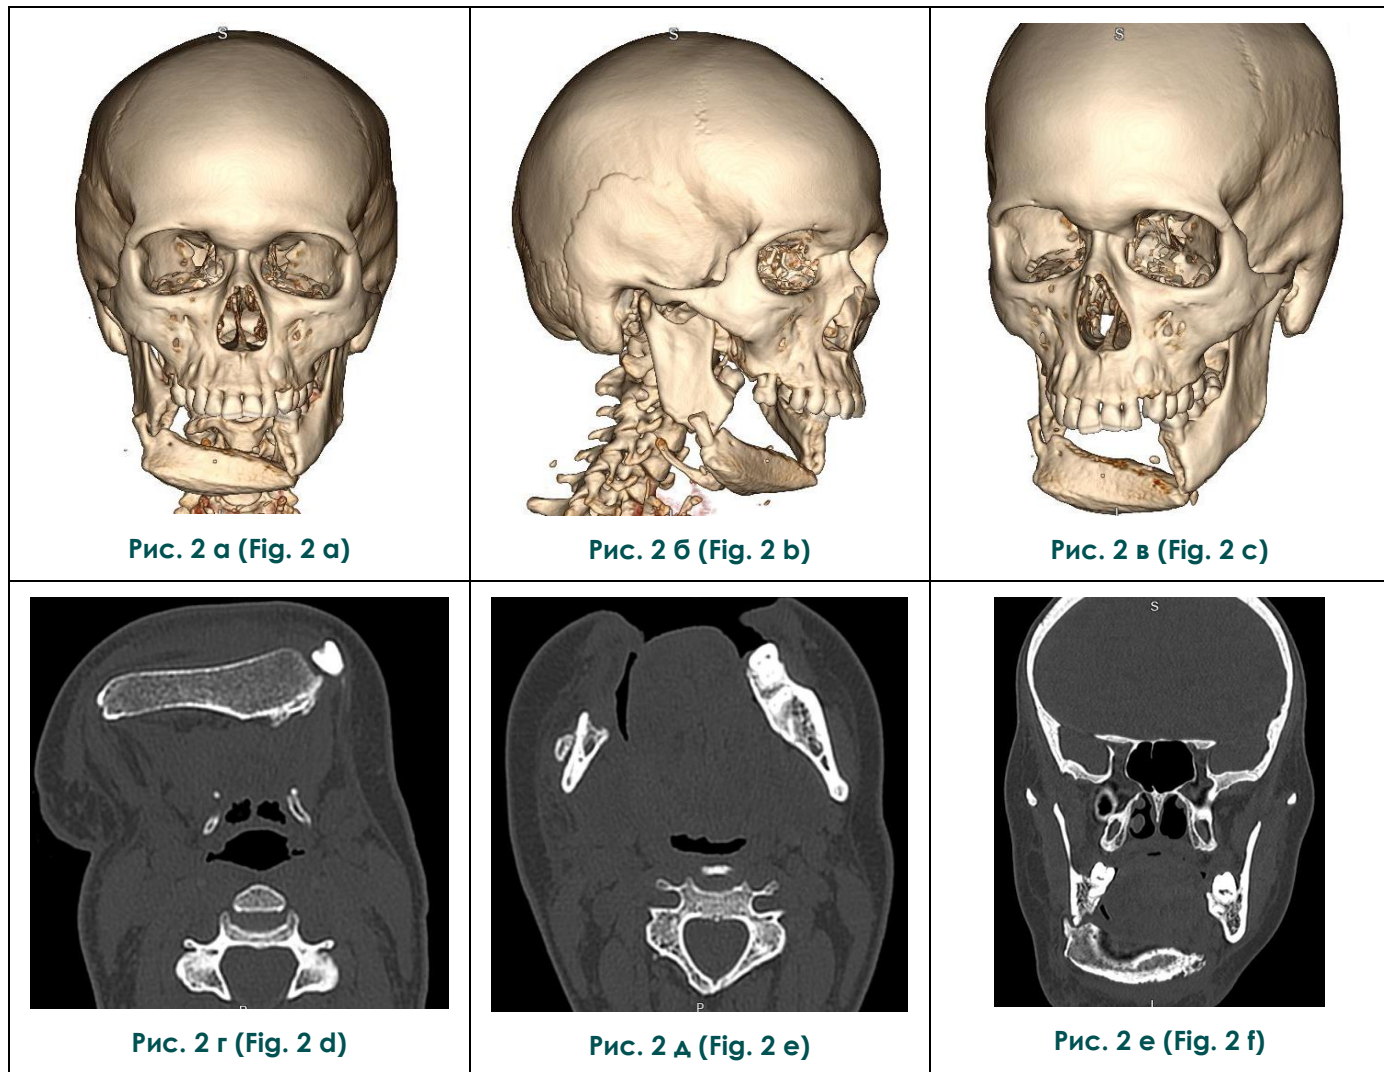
МСКТ. 3D (а, б, в), аксиальные (г, д), фронтальная (е) реконструкции.
